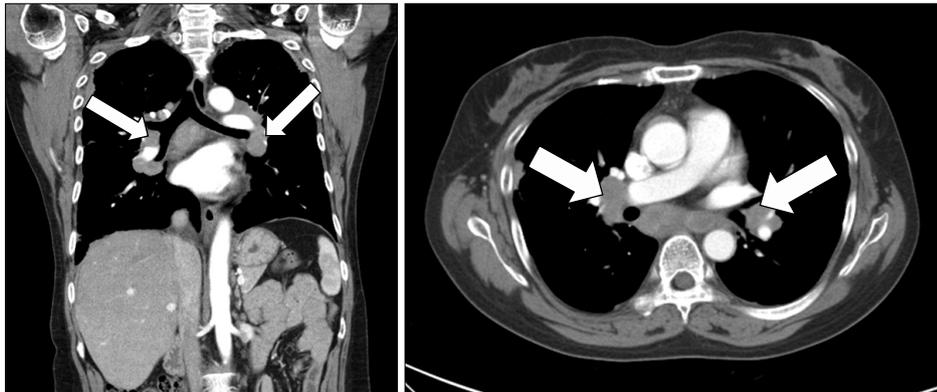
Chest CT scans show both hilar, subcarinal lymphadenopathy and right upper paratracheal lymphadenopathy (arrow). CT: computed tomography.
